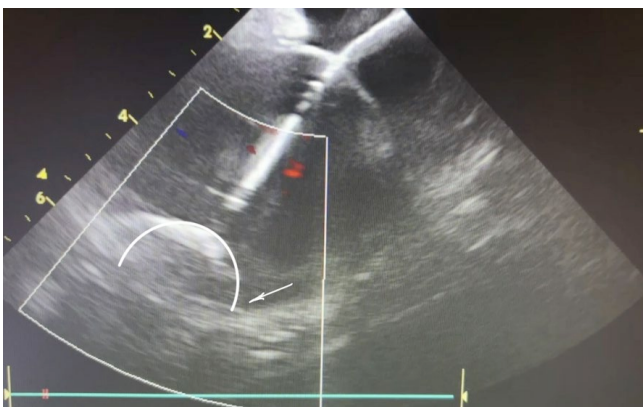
После изменения положения баллона под контролем внутрисердечной эхокардиографии "leak" по нижнему краю прекратился.
